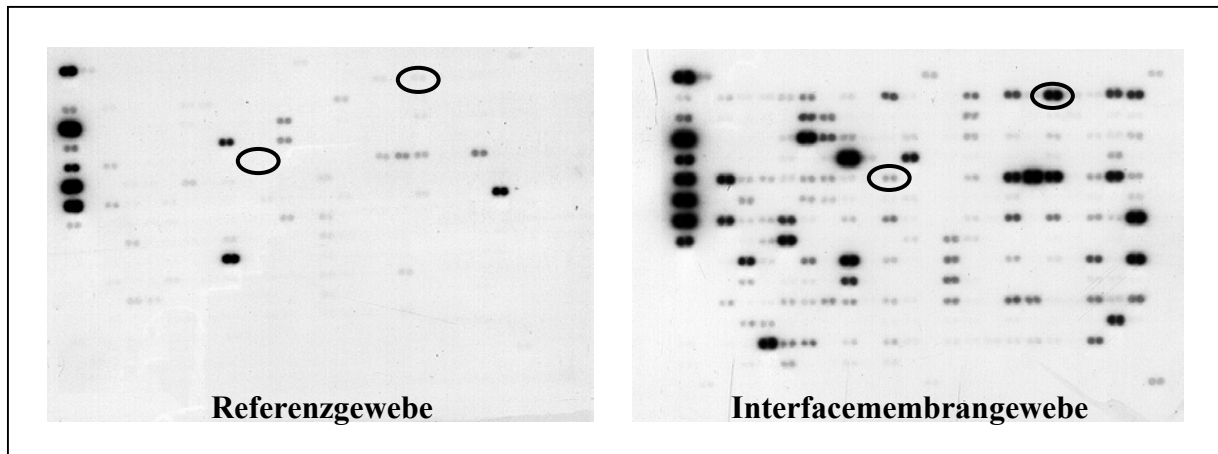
Visualisierung der Sondenhybridisierung mittels Autoradiographie
